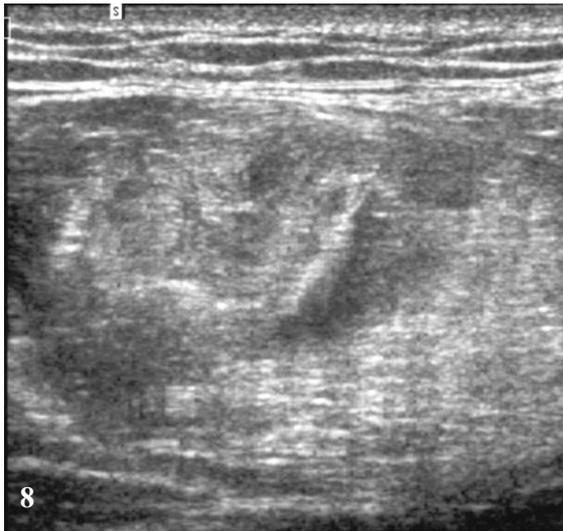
Désinsertion myo-aponévrotique centro-musculaire du droit fémoral de stade 2 à 3 avec confrontation IRM en STIR
